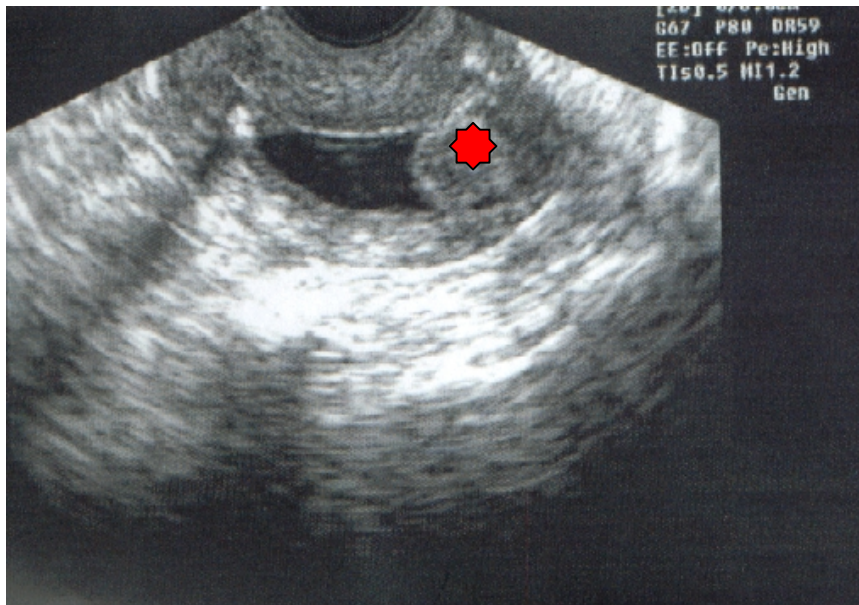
Ultrasson transvaginal
